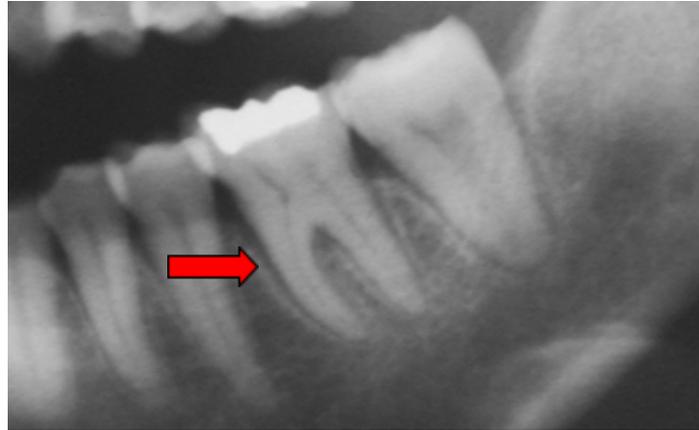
Radiografía en donde se señala con una flecha una zona radiolúcida que indica el ensanchamiento del ligamento periodontal del primer molar inferior.¹⁹
